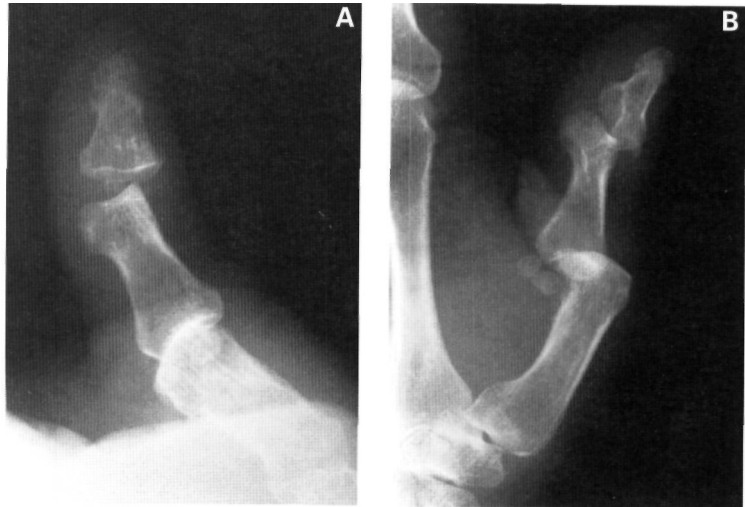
Radiografía simple, proyecciones dorsopalmar (1A) y lateral (1B) del pulgar de la mano izquierda; luxación simultánea de articulaciones IF y MF.
